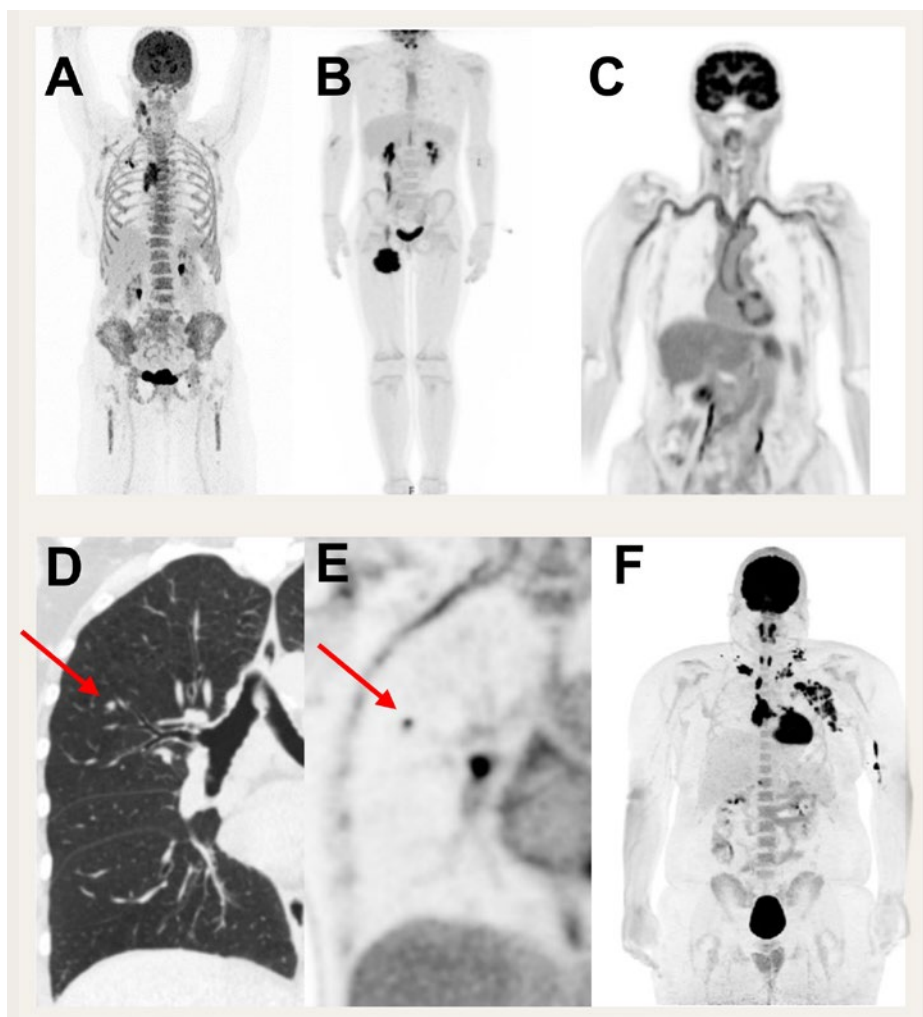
Die hohe Sensitivität der Ganzkörper-PET ermöglicht zum einen die Reduktion von Aufnahmezeit und injizierter Radioaktivität, zum anderen eine deutlich verbesserte Bildqualität. A) Bei Injektion von Standard Dosen lassen sich ultrakurze Aufnahmezeiten realisieren, im Bild 30 Sekunden Gesamtaufnahmezeit bei einem Patienten mit B-Zell-Lymphom. B) Alternativ ist eine deutliche Reduktion der injizierten Dosis zum Beispiel für pädiatrische Fragestellungen möglich, im Beispiel 7-jähriges Mädchen mit Spindelzelltumor am rechten Oberschenkel, 1 MBq [^{18}F]FDG/kg Körpergewicht, 1,4 mSv PET-Dosis. Exzellente Auflösung kleiner Strukturen, im Beispiel Darstellung der Gefäßwände bei Grossgefäßvaskulitis der supraaortalen Arterien (C) sowie eines 4 mm grossen metastatischen Lungenrundherdes (D und E, mitabgebildeter hilärer Lymphknoten) – daneben besteht die Möglichkeit zur dynamischen Ganzkörperbildgebung mit Darstellung der Radiotracer-Kinetik (F). Die Glukose-Metabolisierungsrate (MRGluc), berechnet anhand dynamischer Aufnahmen, ermöglicht einen verbesserten Kontrast tumoröser Läsionen gegenüber statischer Akquisition. FDG: Fluorodesoxyglukose; PET: Positronen-Emissions-Tomographie.
